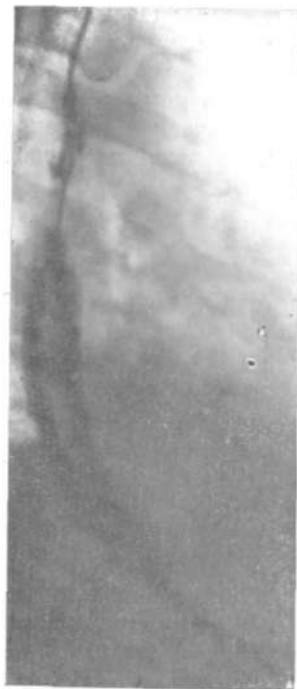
Рентгенограммы пищевода в косо́й проекции при монилиазе до (а) и после лечения (б).
